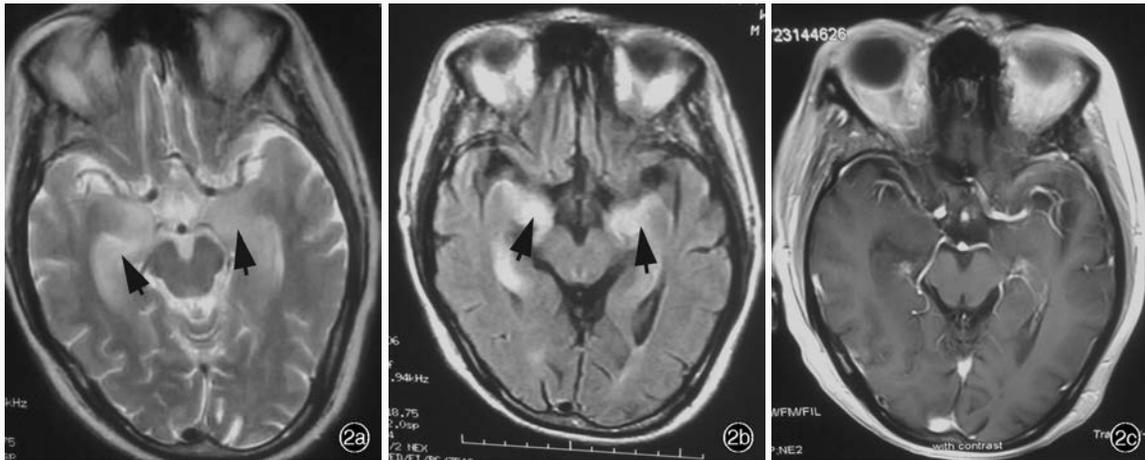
例 2 患者头部 MRI 检查所见 2a 横断面 T<sub>2</sub>WI 显示双侧海马、杏仁体和颞叶内侧高信号(箭头所示) 2b 横断面 FLAIR 成像显示双侧海马、杏仁体和颞叶内侧高信号(箭头所示) 2c 横断面增强 T<sub>1</sub>WI 显示病灶无明显强化
